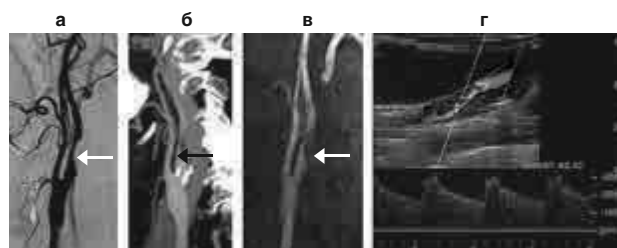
Выраженный атеросклеротический стеноз внутренней сонной артерии: а – рентгеноконтрастная ангиография, б – КТА, в – МРА, г – ЦДС (грубый дефект окрашивания артерии в режиме цветного доплеровского картирования, локальное повышение скорости кровотока до 300 см/с). Стрелками указана область стеноза
